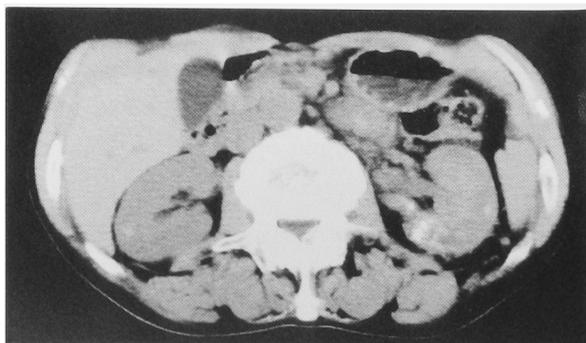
Abdominal CT scan after 40 days of treatment reveals marked reduction of the tumor.
